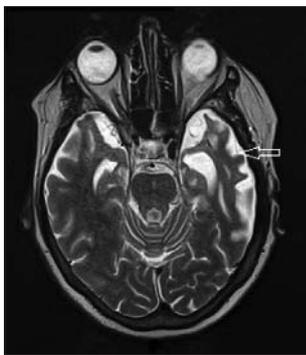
Магнитно-резонансная томограмма головного мозга пациентки С., T2ВИ. Атрофические изменения височных долей, преимущественно в передних отделах, с компенсаторным расширением височных рогов боковых желудочков. Изменения больше выражены слева (собственное наблюдение)
